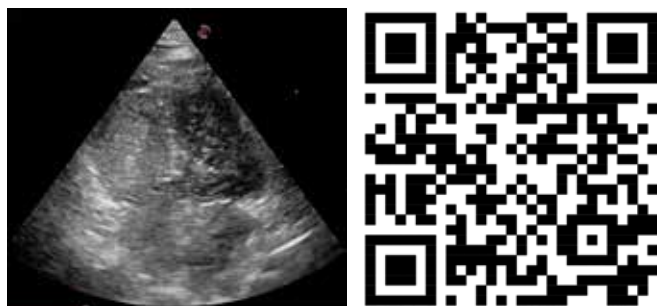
Prueba de burbujas con PEEP de 10 cmH₂O. La prueba de burbujas o también conocida como prueba de solución salina agitada, se realiza mediante ecocardiografía con contraste de solución salina agitada para detectar cortocircuitos cardíacos. Implica la inyección de una mezcla de solución salina (8-10 mL) y aire (0.5 mL), a veces con una pequeña cantidad de sangre, a través de un acceso venoso ya sea central o periférico. En esta imagen vemos un paso importante de burbujas de cavidades derechas a izquierdas tanto a nivel ventricular como auricular, lo que confirma la presencia de *shunt* dinámico a este nivel de PEEP. Video al escanear el código QR.
